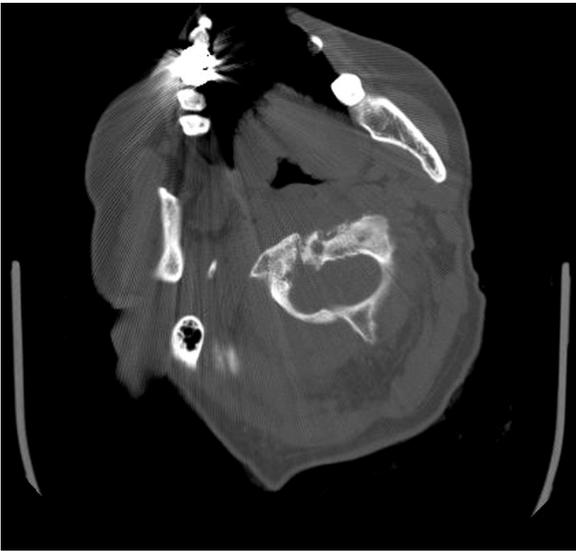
La TC cervical muestra una fractura de la apófisis odontoides con desplazamiento en C1-C2.
